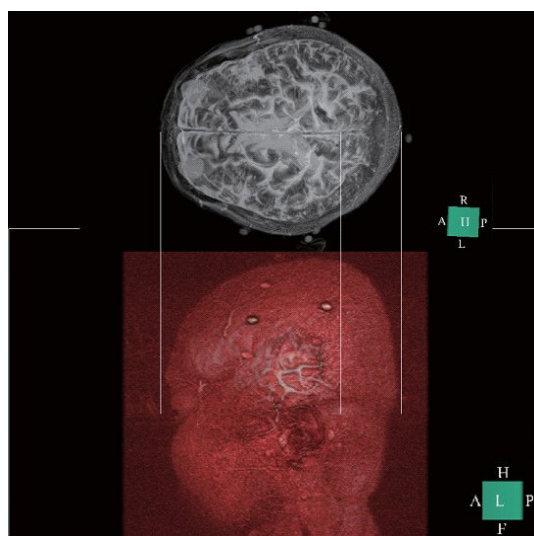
MRIを用いた頭部表面と脳透明視による頭頂間溝位置推定
